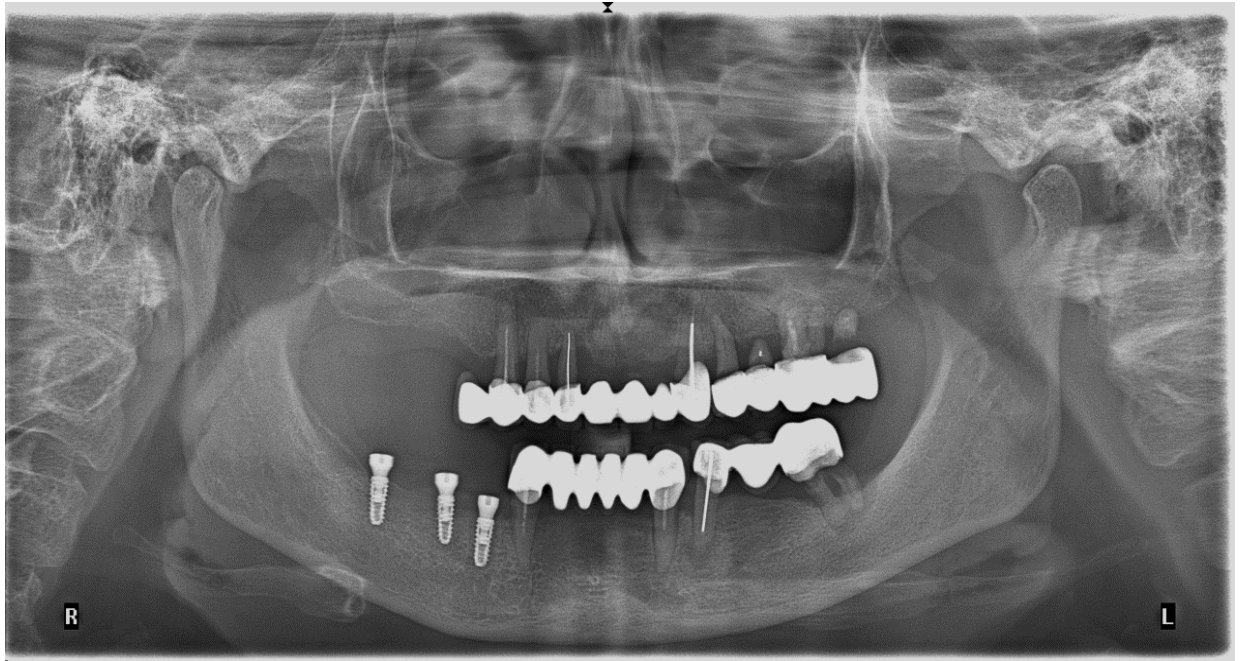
Ортопантомограма цієї ж пацієнтки на момент обстеження, медична карта стоматологічного хворого №8. Визначаються розширення періодонтальних щілин 33 та 43 зубів, наявність вогнищ деструкції в периапікальних ділянках 44 та 47 зубів, множинні вогнища вертикальної та горизонтальної резорбції в ділянках зубів верхньої та нижньої щелепи, а також суттєва вертикальна резорбція в ділянці імплантату 45.
